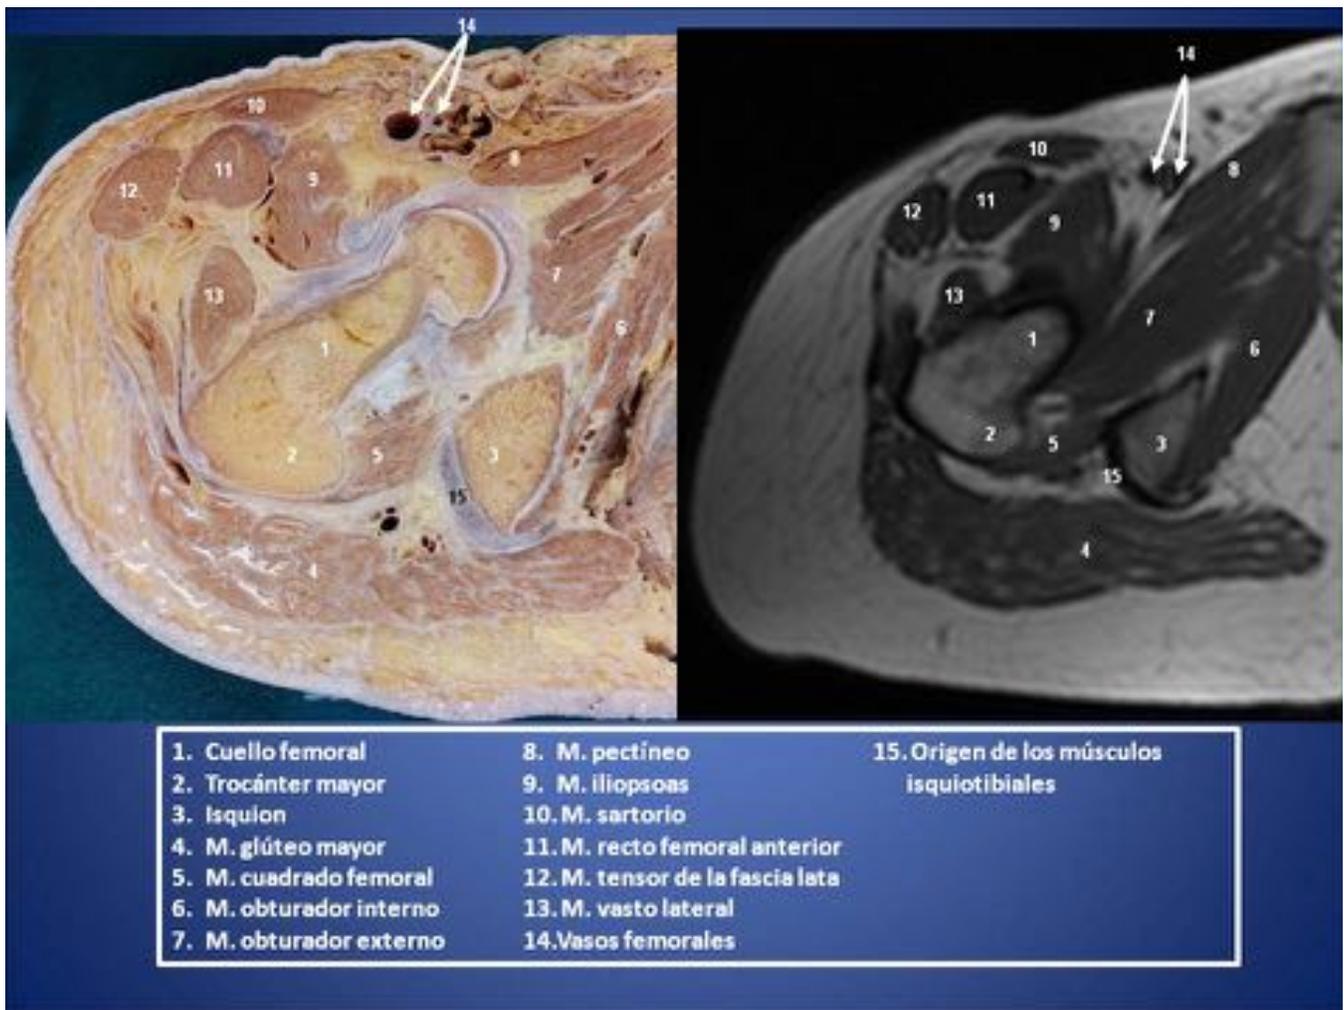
Figura 34. Corte axial de RM en T1. Atlas Anatómico-Radiológico.
